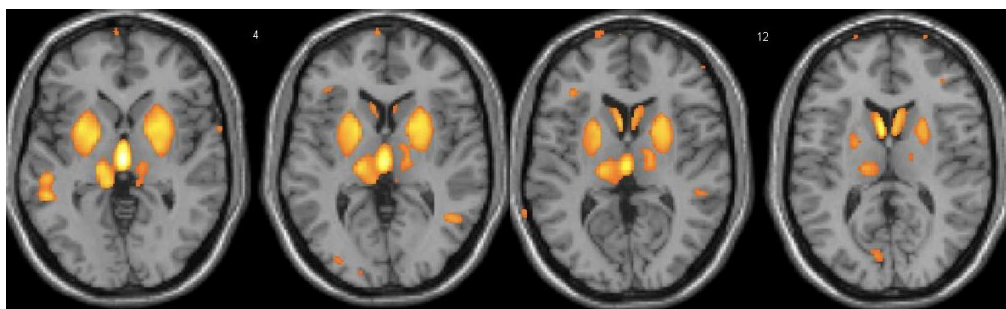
Результаты воксельной МРТ морфометрии при сравнении группы пациентов с РРС и группы контроля в программе SPM8 (MATLAB). Желтым цветом выделены области, которые были статистически меньше в объеме у пациентов с РРС ($p < 0,05$).
